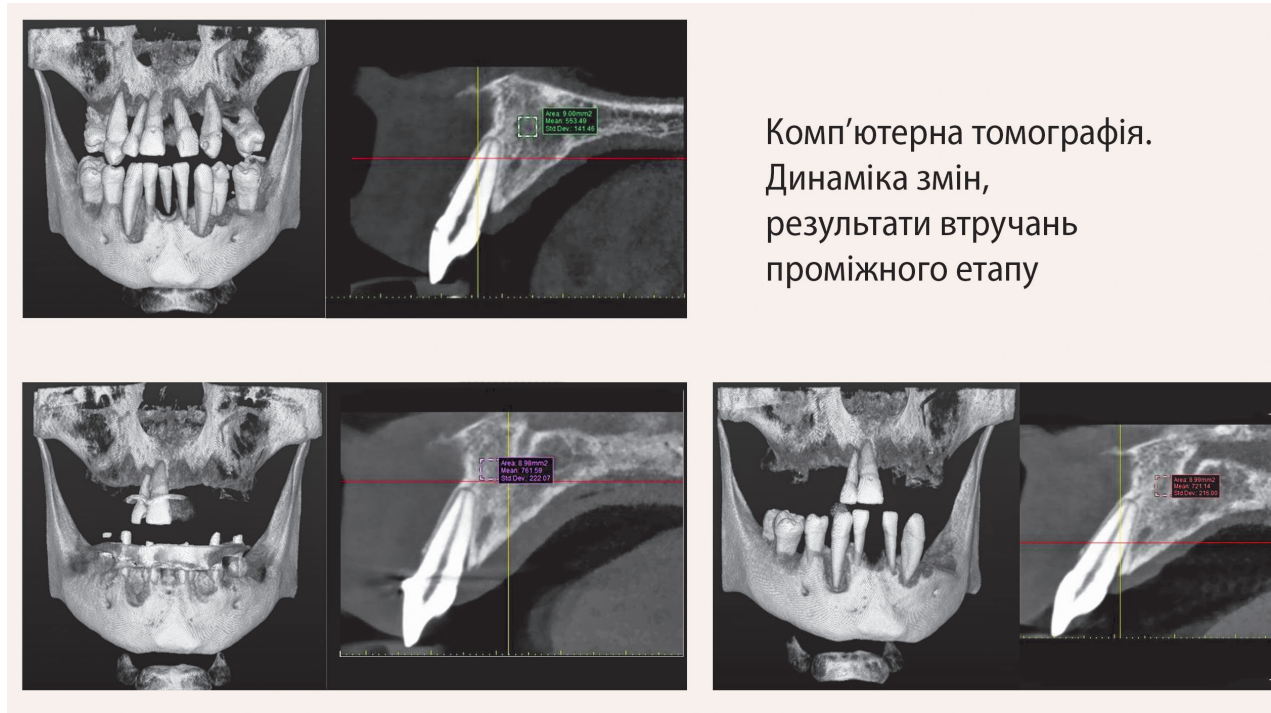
Динаміка змін у кістковій тканині за результатами КТ на етапах реабілітації.
